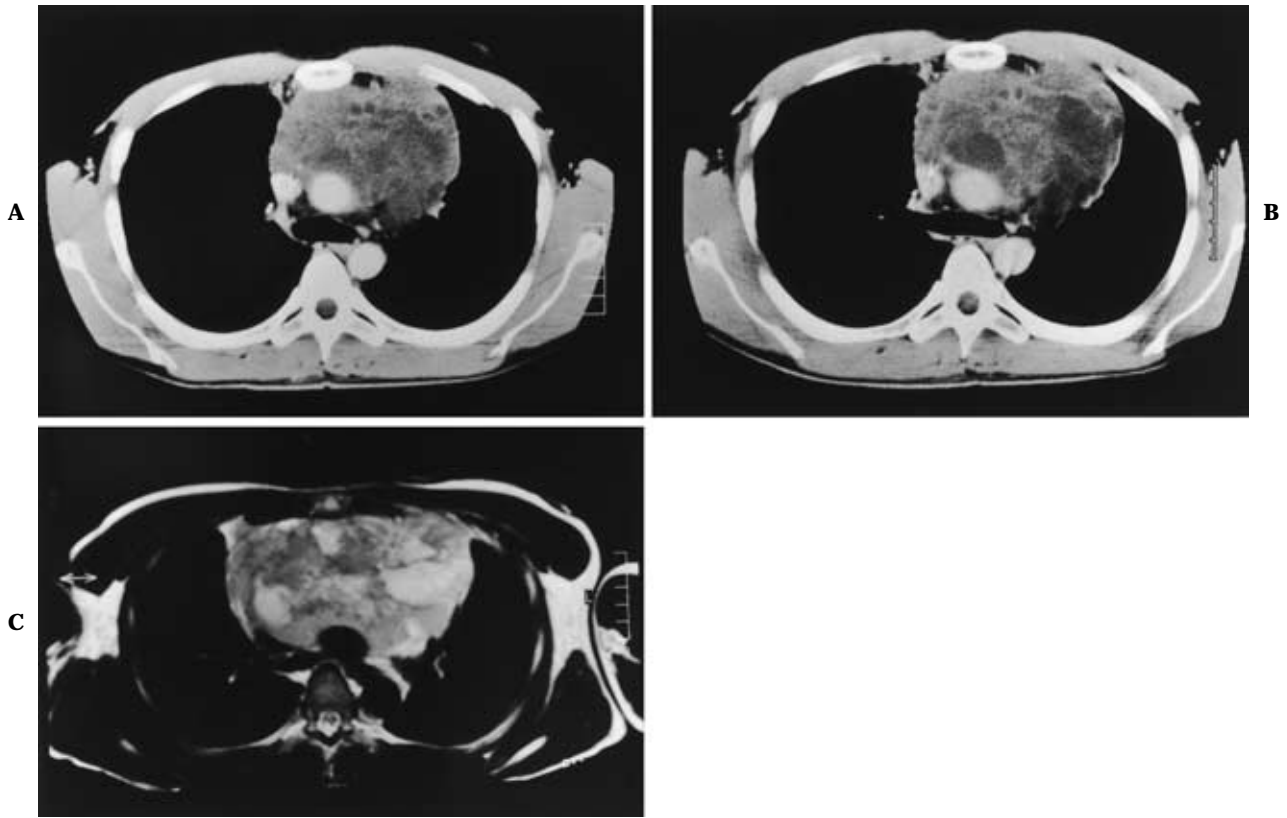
Photographs of chest CT films after 2 course of chemotherapy (A), 3 course of chemotherapy (B), and HDCT with PBSCT (C)
